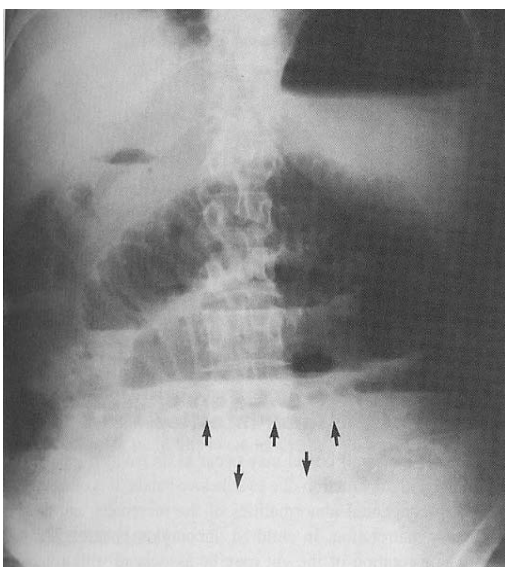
Оглядова рентгенографія черевної порожнини. Гіперпневматоз тонкої кишки. Патологічні рівні тонкої кишки
